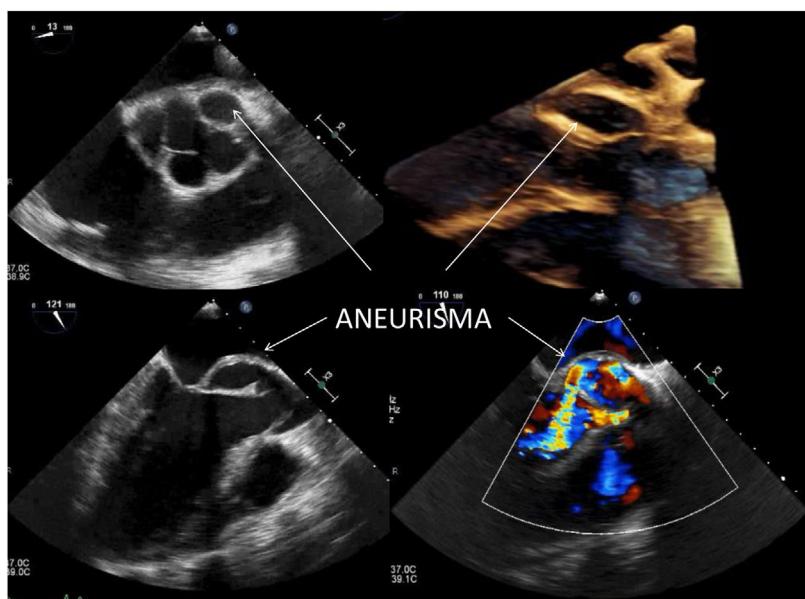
Ecocardiograma transtorácico y transesofágico en 3D; se observan, en diferentes cortes, los aneurismas.
